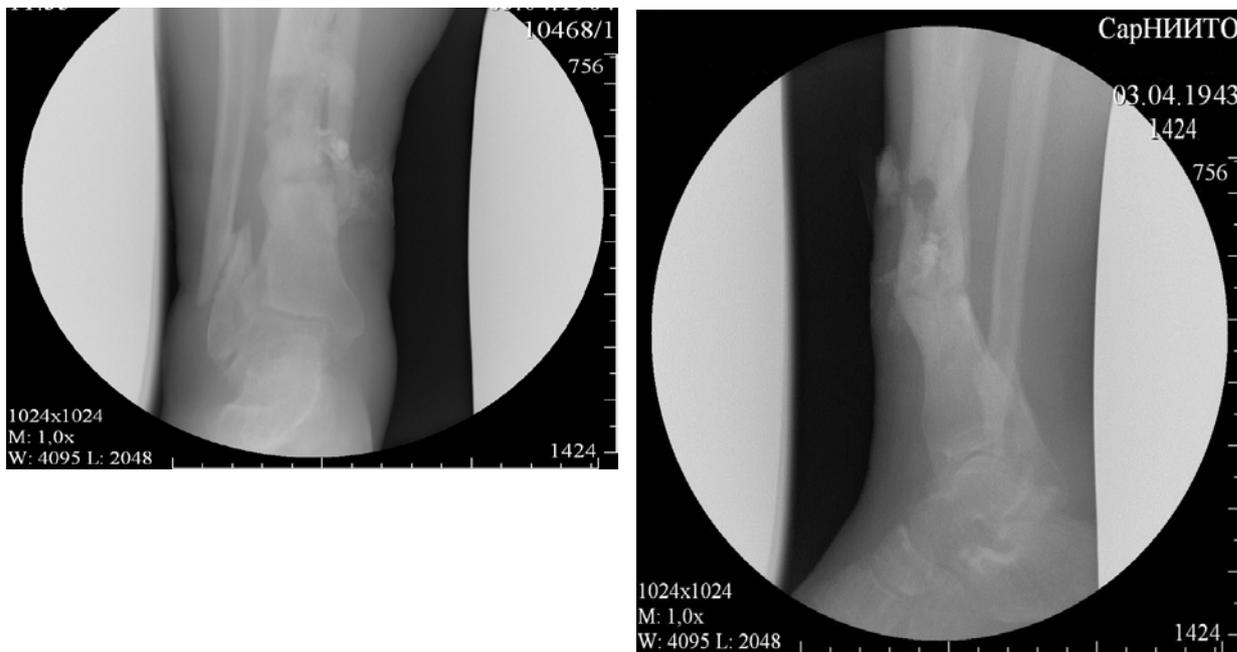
Рентгенограммы пациента Б. с гнойным поражением костей голени при поступлении в стационар 01.12.2010.
